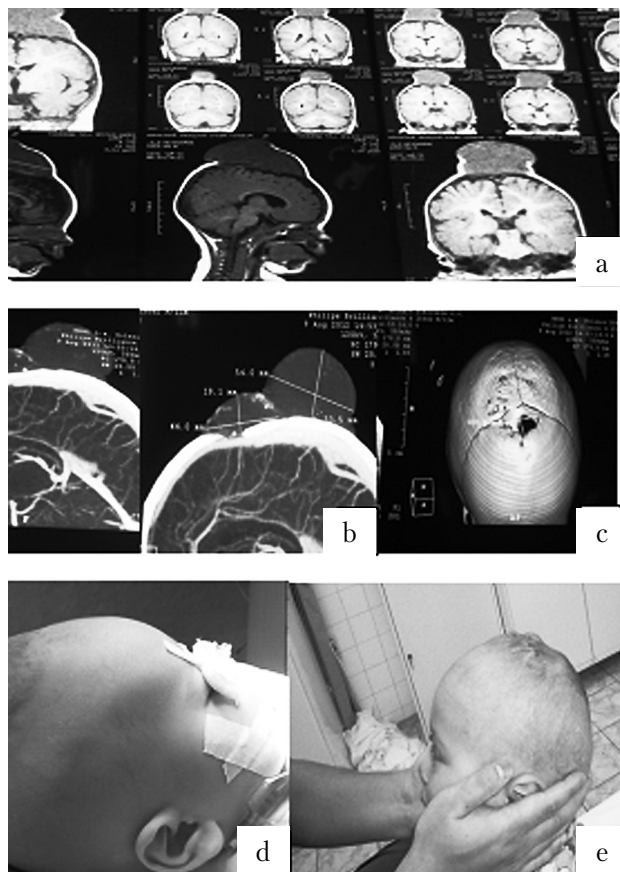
Patient D.: a — MRI; b — CTA; c — CT (bone window); the patient before (d) and after (e) the operation
